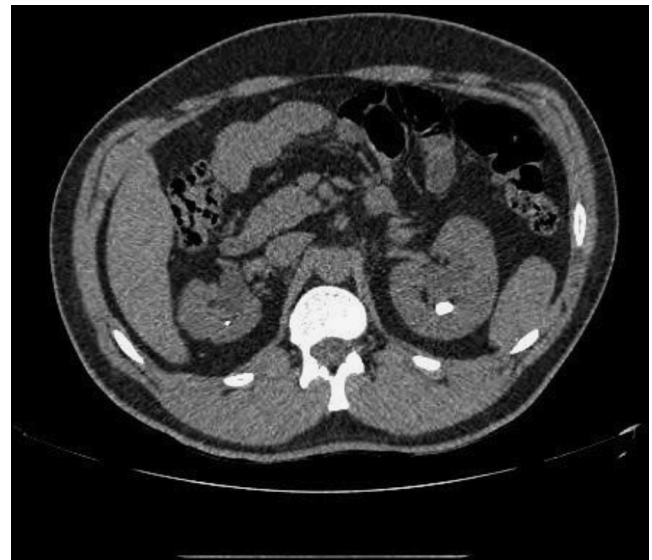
Corte axial de uro-TAC.
